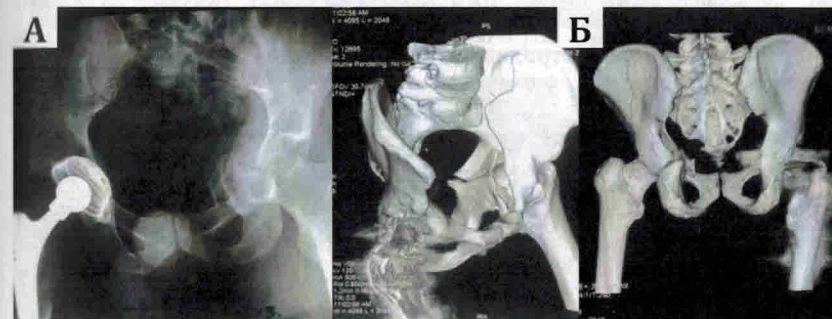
Рентгенограмма (а) и данные КТ (б) пациента К. 29 лет при поступлении
